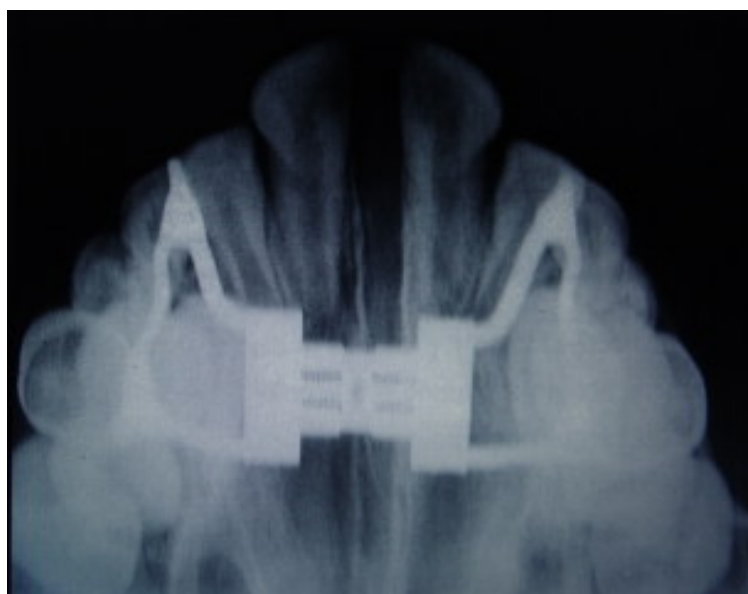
Radiografia oclusal da maxila disjuntada
